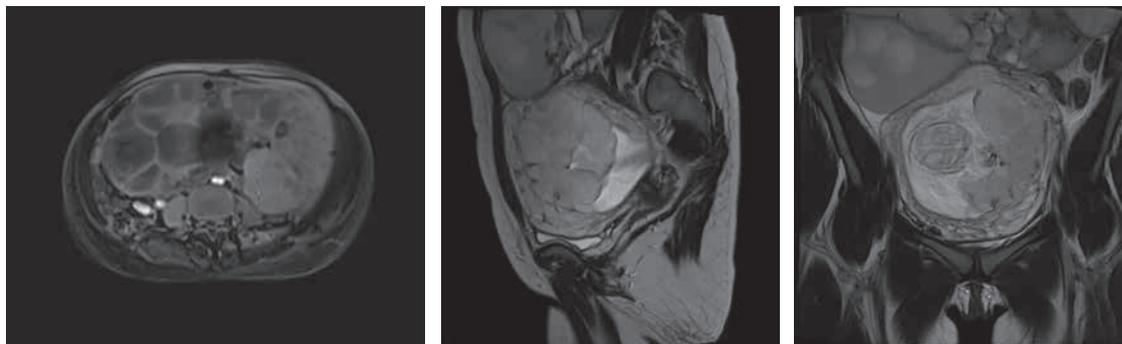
Ressonância Nuclear Magnética abdominal e pélvica: massa com componente cístico multiloculado ocupando o hipogástrio, flancos e mesogástrio
